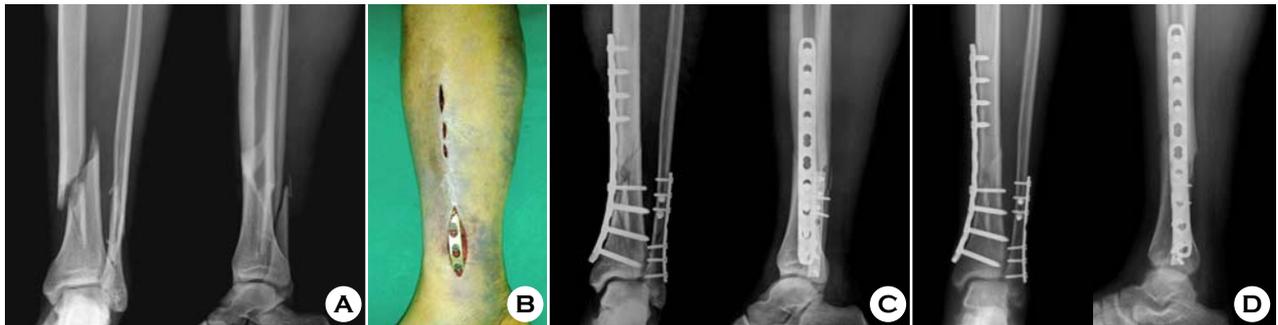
(A) The initial radiographs show intra-articular fracture of the distal tibia and oblique fracture of the distal fibular shaft. (B) The photograph shows insertion of a LCP 4.5/5.0 through a subcutaneous tunnel of the distal tibia and fixation of the plate with screws. (C) The postoperative radiographs show absolutely stable fixation for the fibular fracture by direct open technique and relatively stable fixation for the distal tibial fracture by MIPO technique. (D) The follow-up radiographs 6 months after operation show good fracture healing with the external callus in anatomical alignment.
